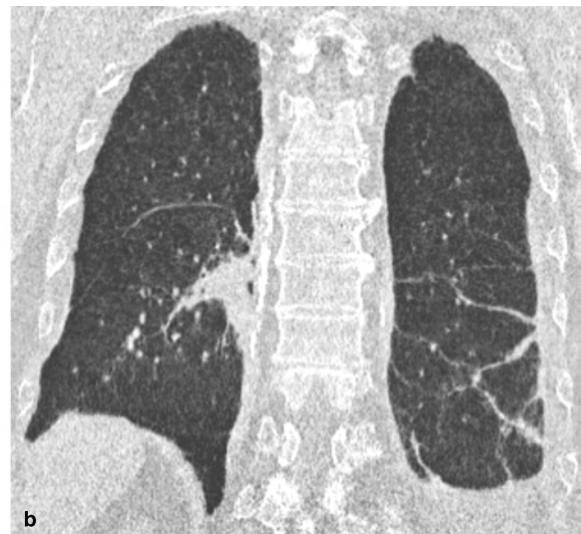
Opacités en bande et épaissements pleuraux chez un sujet exposé à l'amiante. Reconstruction TDM coronales en fenêtres médiastinale (a) et parenchymateuse (b). Les opacités en bandes traversent le lobe inférieur gauche et viennent converger vers un épaissement pleural étendu (flèches). Les signes associés sont un épaissement pleural calcifié de la plèvre de la gouttière latérovértébrale droite, des plaques pleurales diaphragmatiques et latérales droites et un épaissement pleural dans la gouttière latérovértébrale gauche (flèches). Noter aussi une bande épaisse de condensation parenchymateuse dans le segment supérieur du lobe inférieur droit au contact de l'épaississement pleural.
